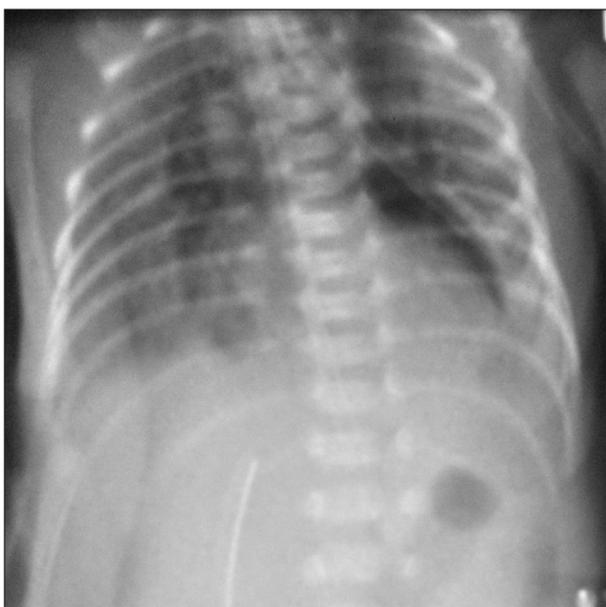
Нижнедолевая пневмония, возможно, аспирационного характера. Рентгенологические изменения в лёгких обусловлены наличием остатков экзогенного сурфактанта «Куросурфа».
